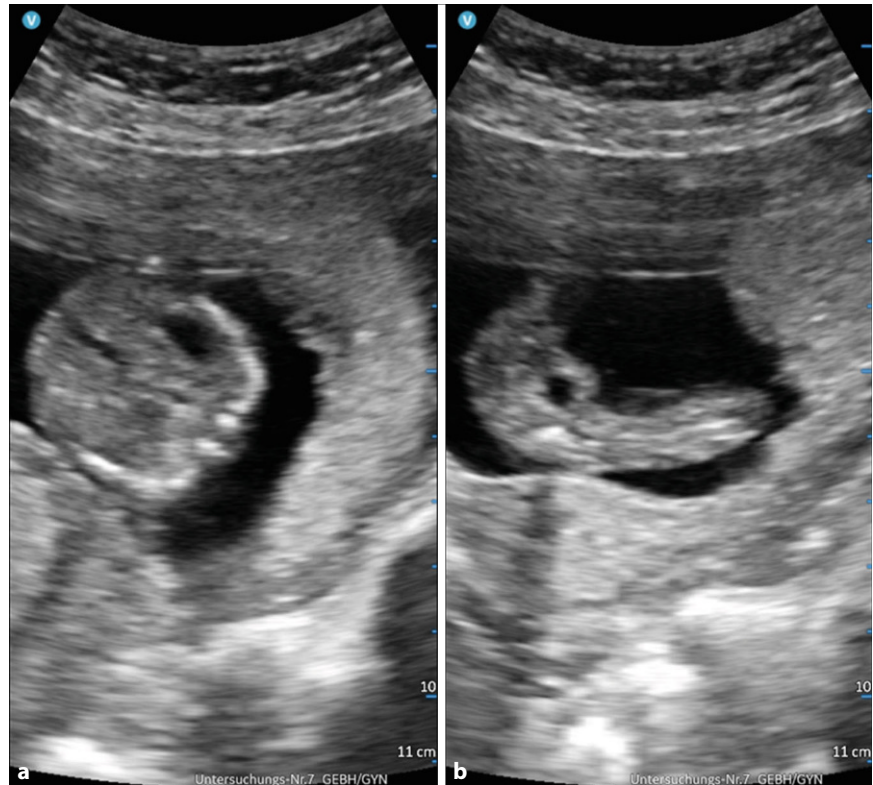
▲ Die sonographische Lagekontrolle des Feten ist mit einem Point-of-Care-Ultraschallgerät sehr gut möglich. Zu erkennen sind ebenfalls die entsprechenden zerebralen Strukturen, auch diese lassen sich mit einem portablen Ultraschallgerät sehr gut darstellen
